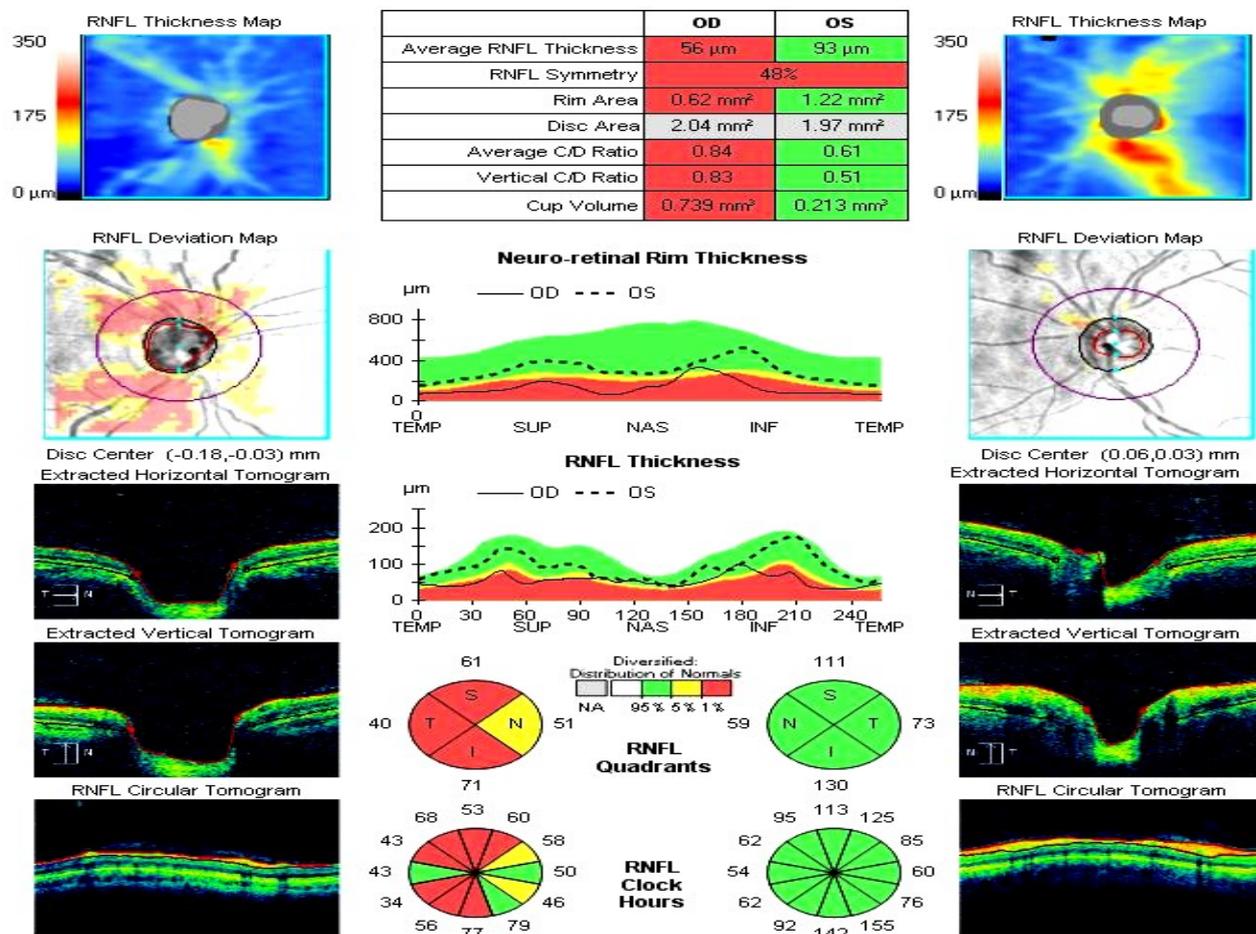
Данные оптической когерентной томографии больного Г.
